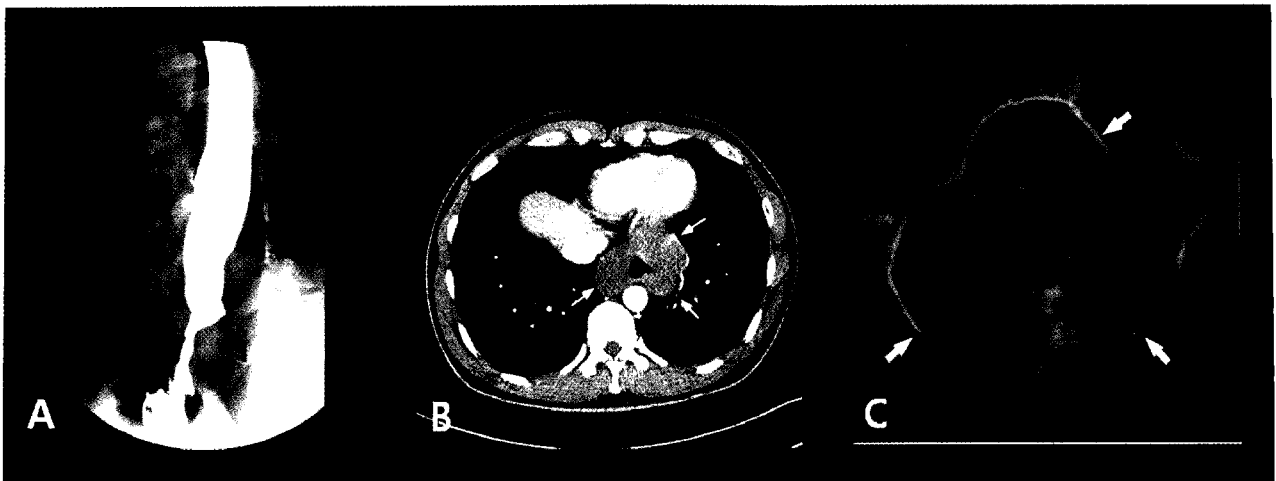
Esophagography (A) shows annular encircling mass with intact mucosal contour in distal esophagus (arrow heads). CT scan (B) shows low attenuated encircling mass around distal esophagus and GE junction without luminal obstruction (thin arrows). Endoscopic ultrasound (C) shows a large lobulating hypoechoic mass originating from the proper muscular layer whose the greatest transverse dimension is 12 cm (thick arrows).
